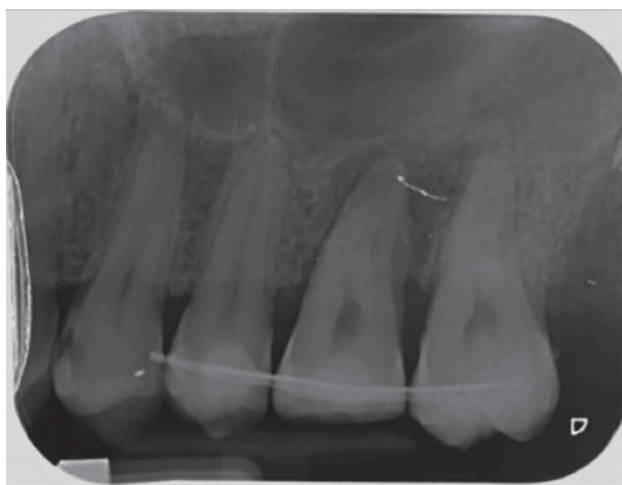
Radiografía periapical paralelizada intraoperatoria del 2.8 trasplantado en el alveolo del 2.6.
